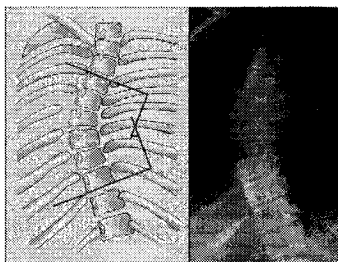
Mesure de l'angle de Cobb (xray2000).
